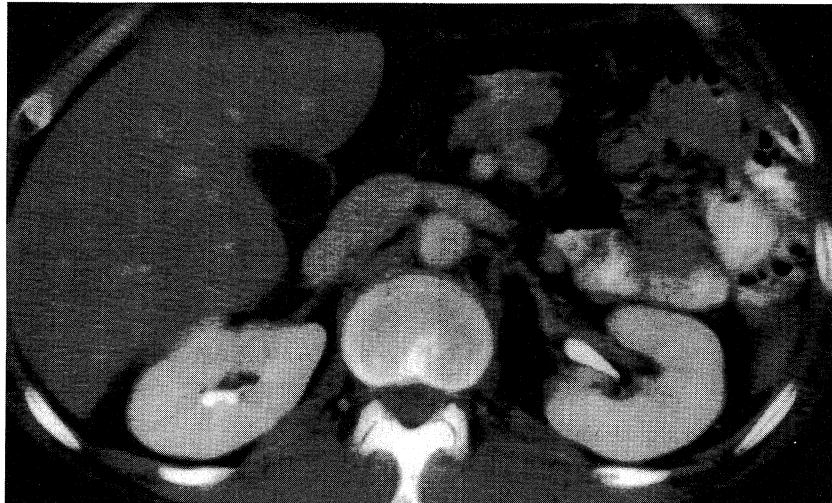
Enhanced CT performed 3 months before admission does not show any pancreatic pseudocysts.
